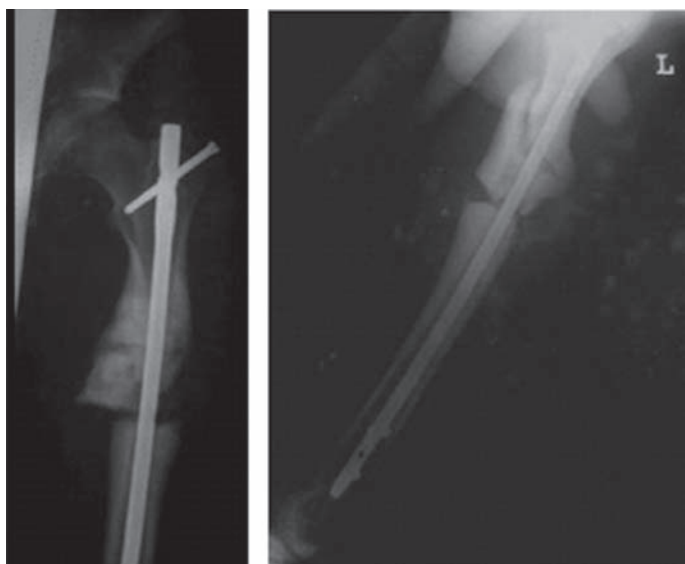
Рентгенограммы больного Р. после выполнения ревизионной операции
